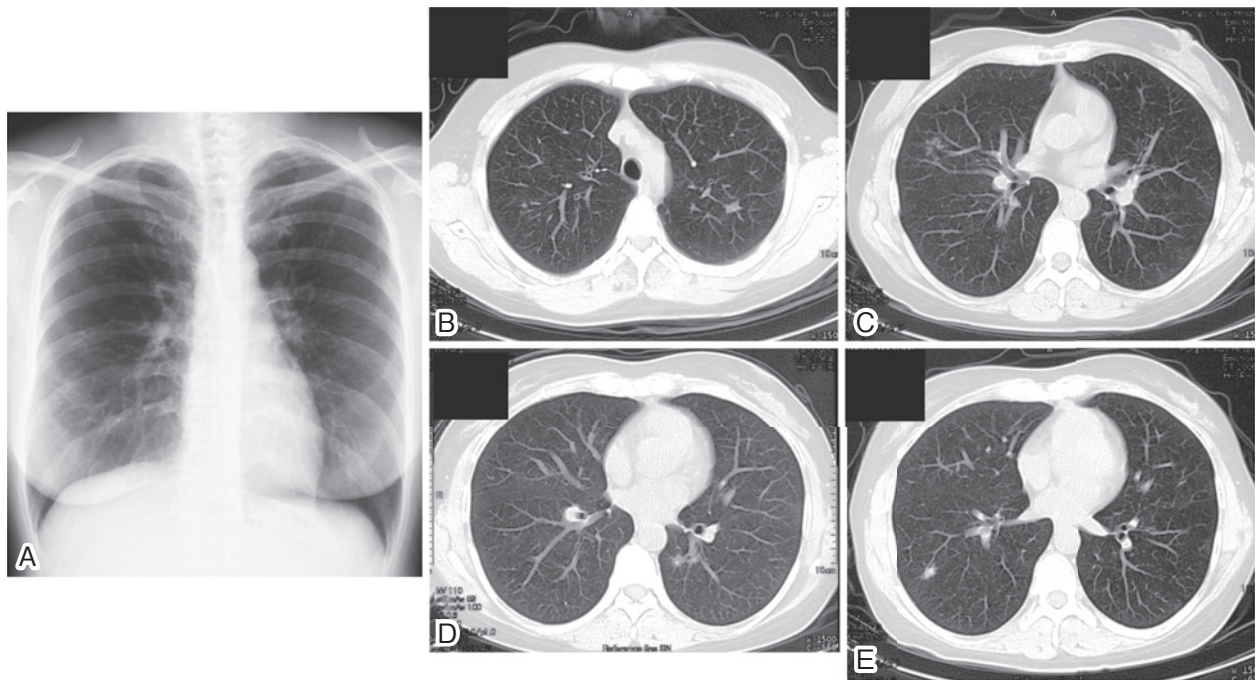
A chest X-ray film shows multiple nodules in both lung fields (A). Chest CT reveals lung nodules in both upper lobes (B), the right middle lobe (C), left S6 (D) and right S8 (E). Cavities were observed in the right S8 and left S6 lesions. Small nodular shadows were also detected around the nodules.
